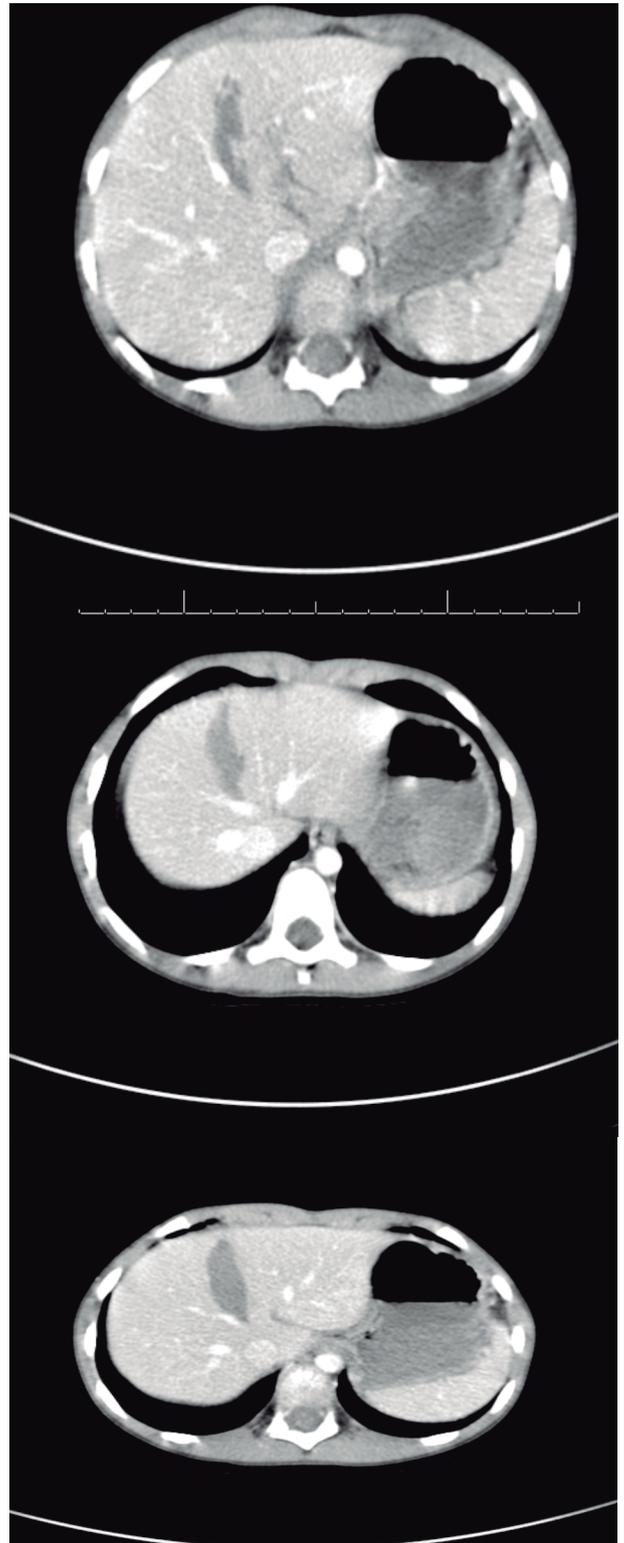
TC abdominal mostrando en diferentes cortes hematoma intraparenquimatoso hepático que no alcanza la superficie subcapsular.
